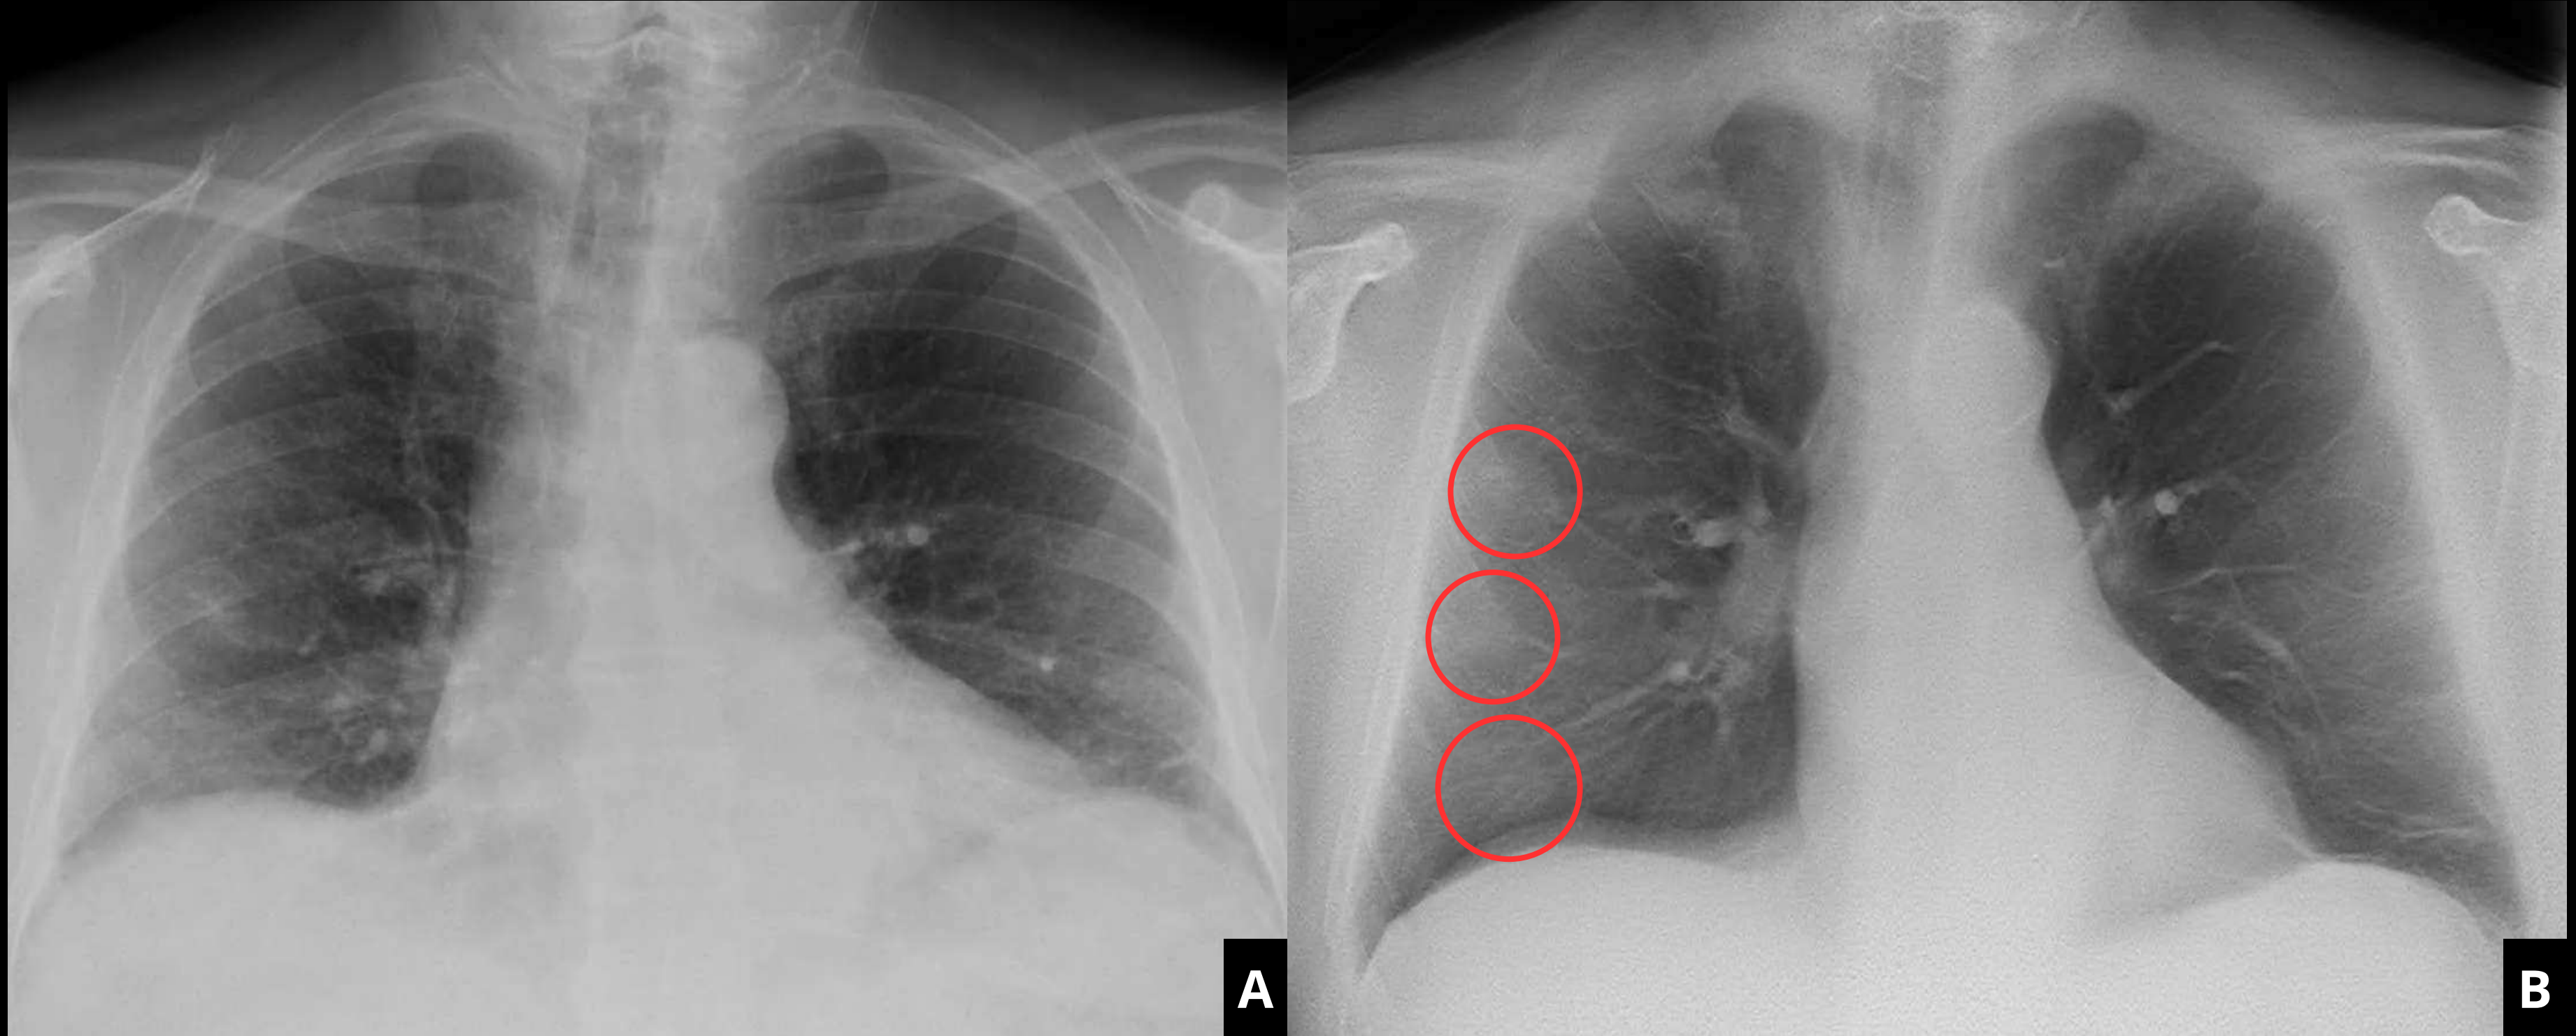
Radiografía de tórax AP (A) de un paciente SARS-CoV-2 positivo. Se observa un sutil aumento de la densidad periférico en campos medio e inferior derechos. En la tomosíntesis (B) realizada se identifican áreas en vidrio deslustrado en estas regiones, atribuibles a esta infección por SARS-CoV-2.
